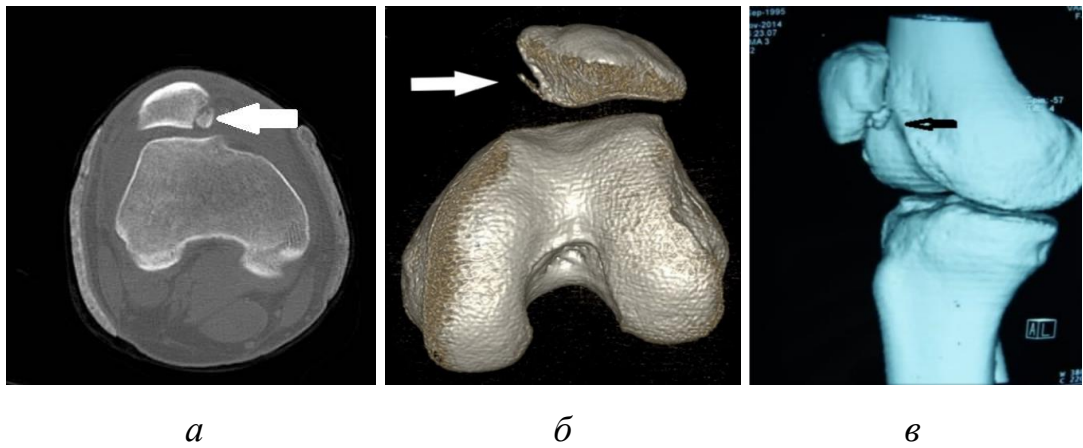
КТ-граммы КС: *а* — аксиальная проекция, остеохондральный перелом медиальной фасетки надколенника; *б, в* — 3D-реконструкция, остеохондральный перелом медиальной фасетки надколенника
